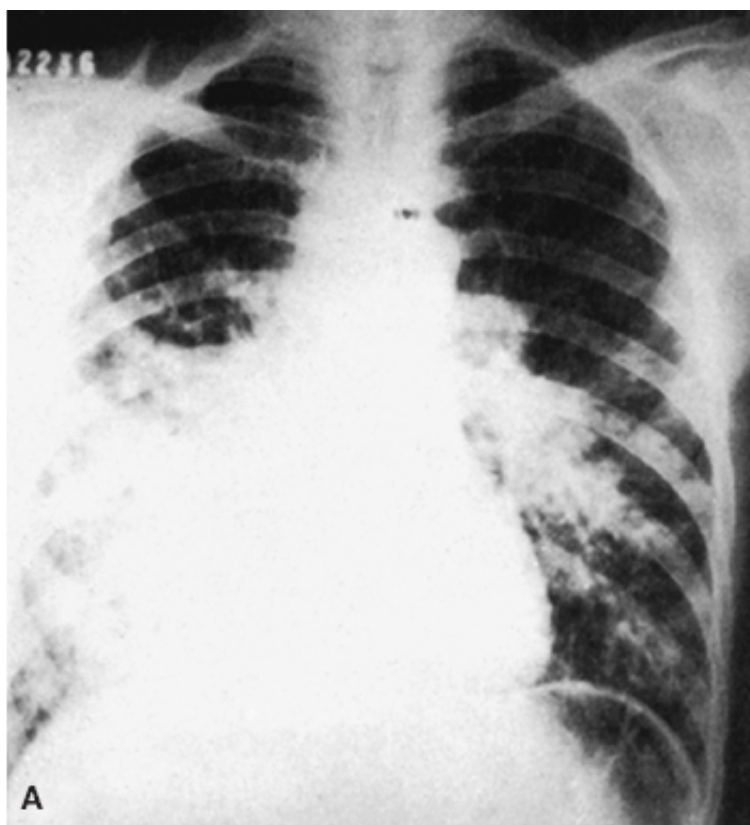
A. Radiografia de tórax apresentando alargamento do mediastino pelo aumento dos linfonodos. Observar a imagem de “asa de borboleta”, que denota o comprometimento intersticial, além da presença de nódulos. B. Corte histológico no qual se vê lesão inflamatória crônica granulomatosa com células gigantes albergando fungos arredondados (*Paracoccidioides brasiliensis*).
